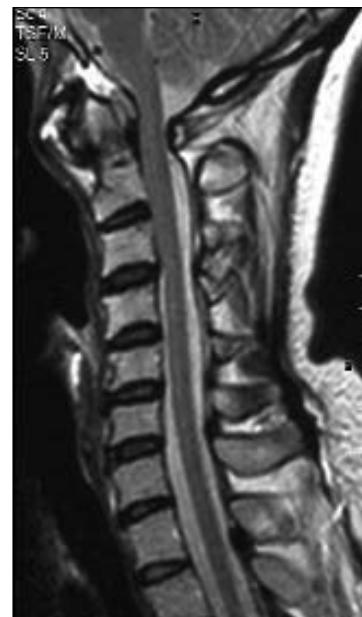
RMN da coluna cervical, com contraste, ponderação T2: não se observa alteração de sinal da medula, não havendo compromisso do espaço raquidiano.
